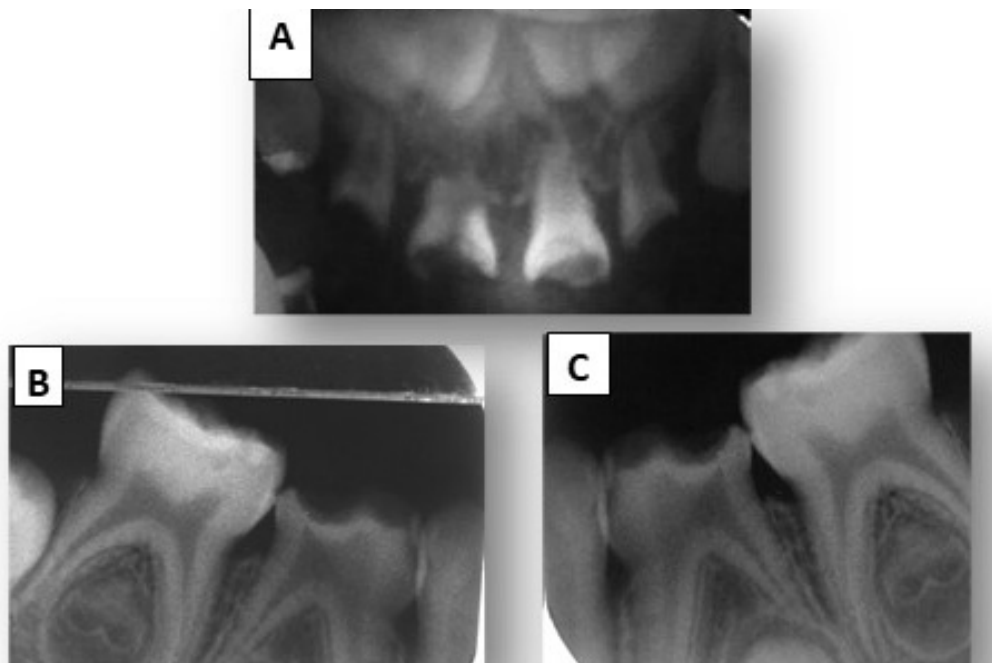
Seriada Radiográfica. A) Sector anterosuperior, donde se observa la extensa reabsorción radicular externa e interna que presenta el 5.1 y la relación del proceso carioso con las piezas dentarias involucradas. B) y C) Radiografías periapicales de las piezas 7.4 y 8.4, previas a la realización de los tratamientos pulpares correspondientes.
